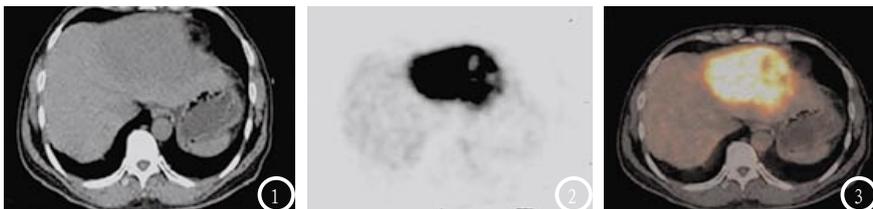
CT显示左肝叶有低密度肿块; 图2 PET显示有异常放射性浓聚影; 图3 PET/CT显示左肝叶代谢异常升高, SUVmax15.9。
